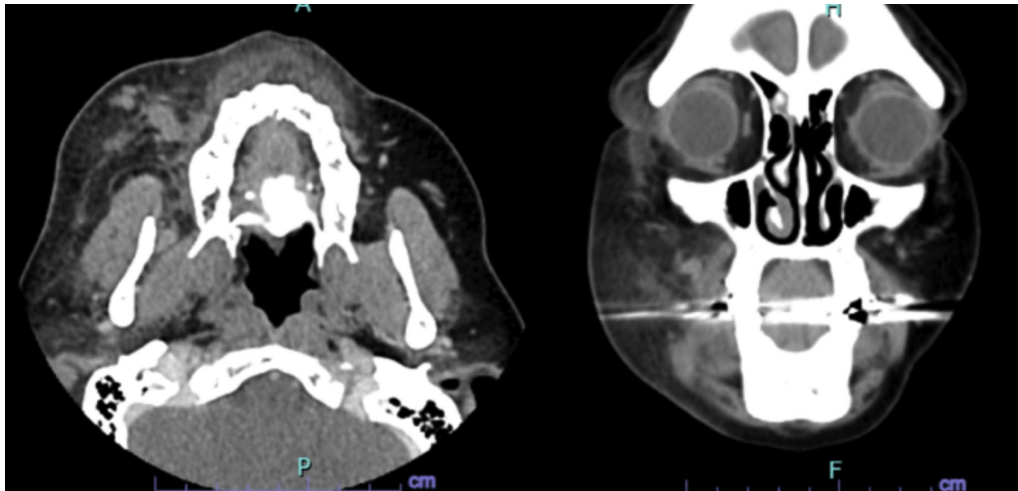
Imágenes tomografía computarizada, corte axial y coronal respectivamente.
